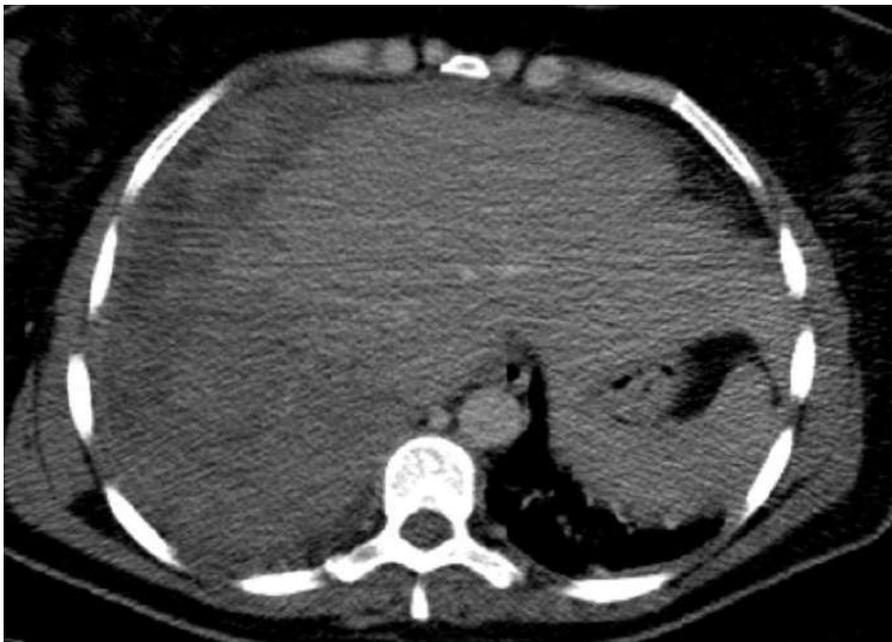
TDM abdominale en coupe transversale et sans injection de PDC montrant un volumineux HSCF avec des foyers d'infarctus hépatique du foie droit.
